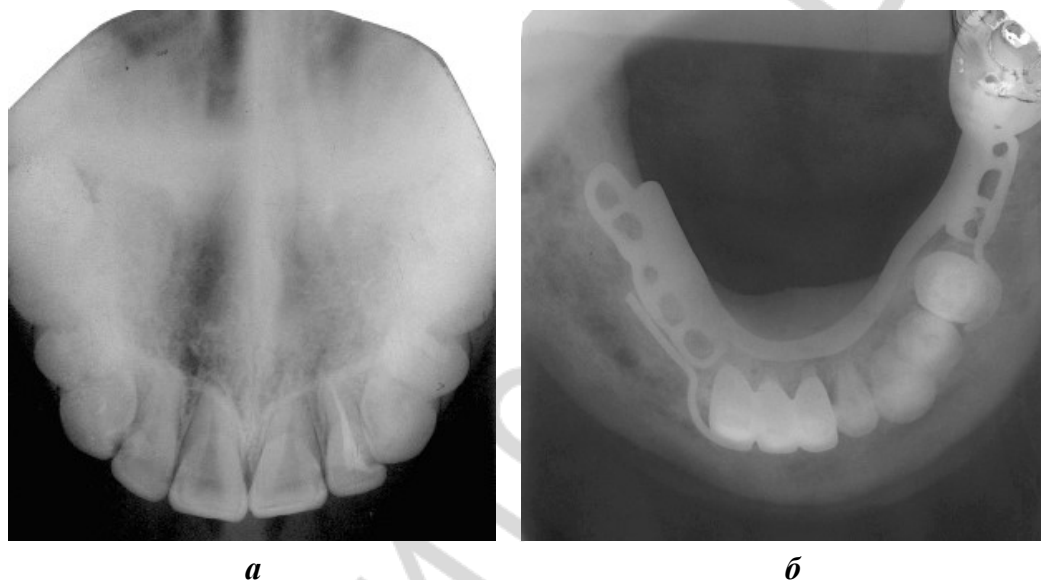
Внутриротовая окклюзионная рентгенография:
